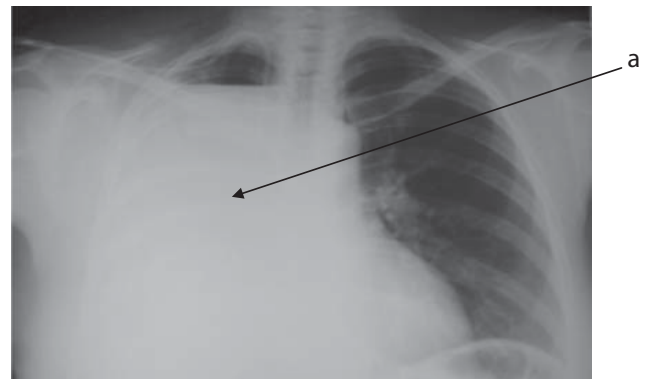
Оглядова рентгенографія органів грудної порожнини (15-та доба після пульмонектомії справа). а — заповнений правий геміторакс.
